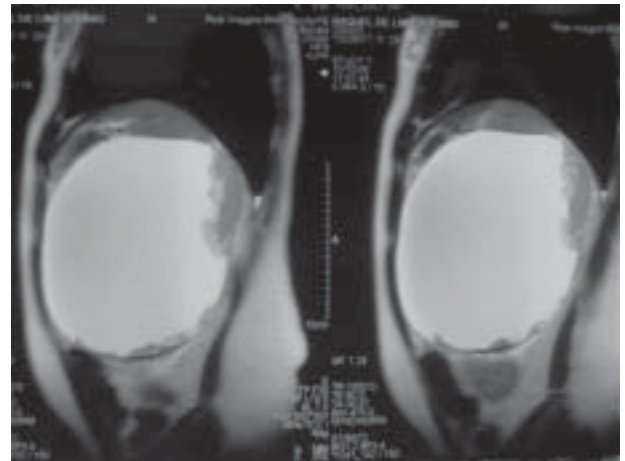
Reconstituição sagital da ressonância mostrando massas amorfas decúbite dependente no interior do cisto.
